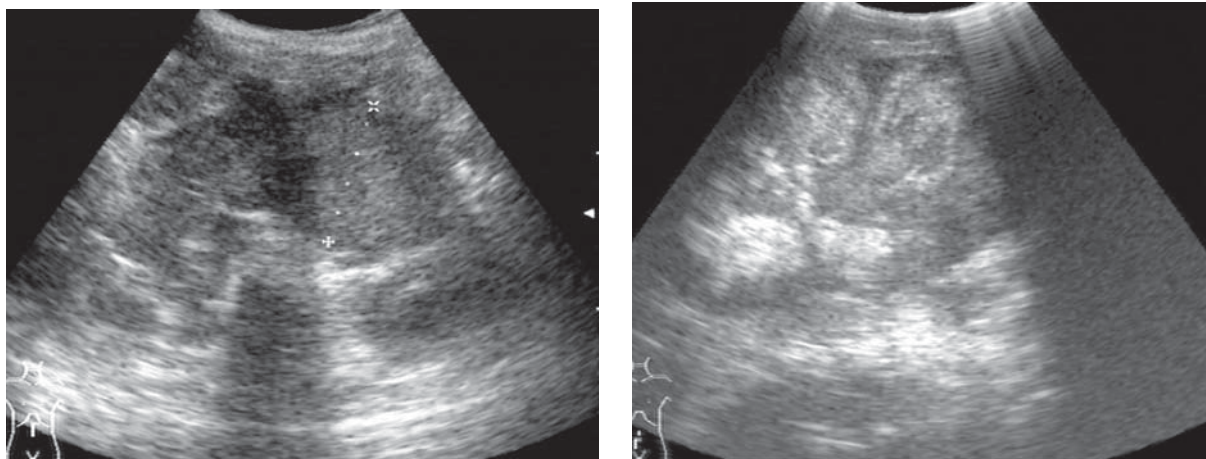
Neuroblastom. Ecografie, secțiune longitudinală.
